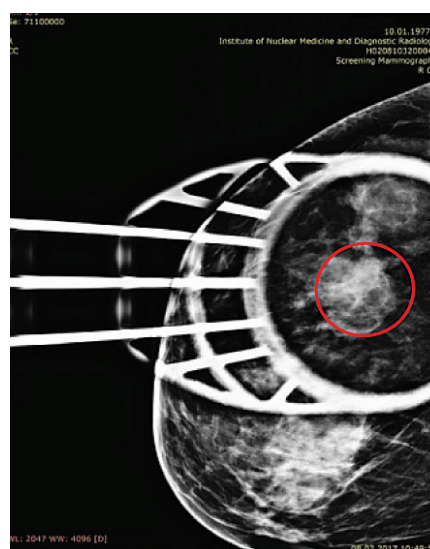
Стандартна рентгенівська маммографія в прямих проекціях. Ділянка асиметрії позначена червоним кругом)
